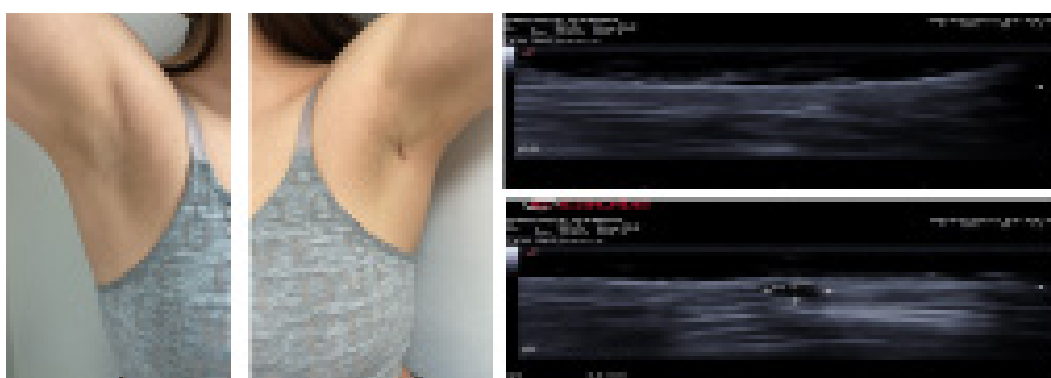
Izquierda: Foto clínica de paciente con una única lesión en axila izquierda. Axila derecha impresiona libre de lesiones cutáneas visibles. Derecha Superior: ecografía de axila derecha, donde se observa engrosamiento cutáneo y dilatación folicular. Derecha interior: única lesión pseudoquística con engrosamiento cutáneo. Estadio I (m SOS-HS)
